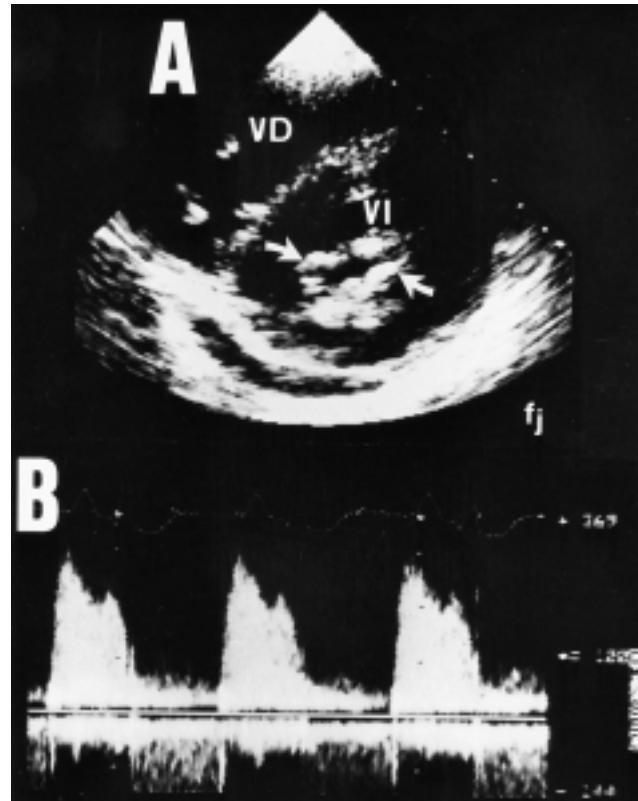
Ecocardiograma bidimensional, en plano paresternal eje corto, de una paciente con enfermedad de Gaucher. Panel A: Intensa calcificación del anillo mitral (flechas) que infiltra y limita la movilidad de la válvula mitral. Panel B: Registro Doppler continuo con imagen desde posición apical, que registra un flujo transmitral acelerado en ritmo sinusal y gradiente medio de 25 mmHg. Abreviaturas: VI = ventrículo izquierdo, VD = ventrículo derecho.
